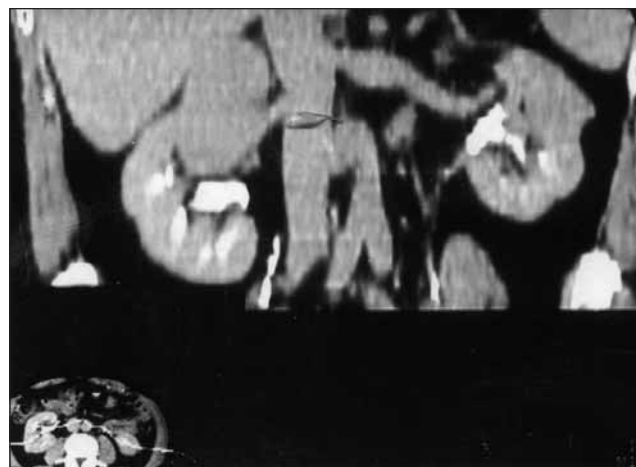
КТ с контрастным усилением. Двусторонние опухоли почек размерами: справа — 7 см, слева — 5,6 см
